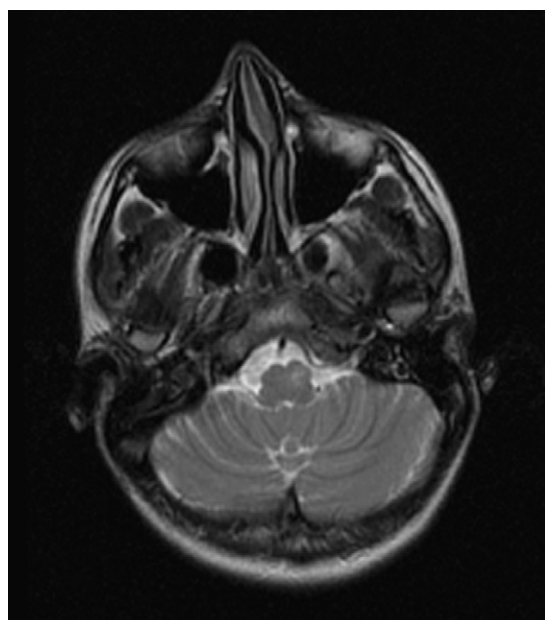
Imagen RM axial potenciada en T2. Se observa hiperintensidad en la región anterolateral derecha de bulbo raquídeo que aumenta el volumen y remodela el contorno del mismo.
